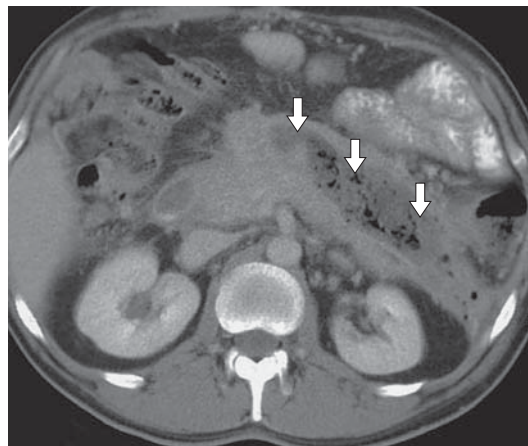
Компьютерная томограмма. Острый деструктивный панкреатит, инфицированный панкреонекроз. Инфицированная парапанкреатическая клетчатка указана стрелками.
